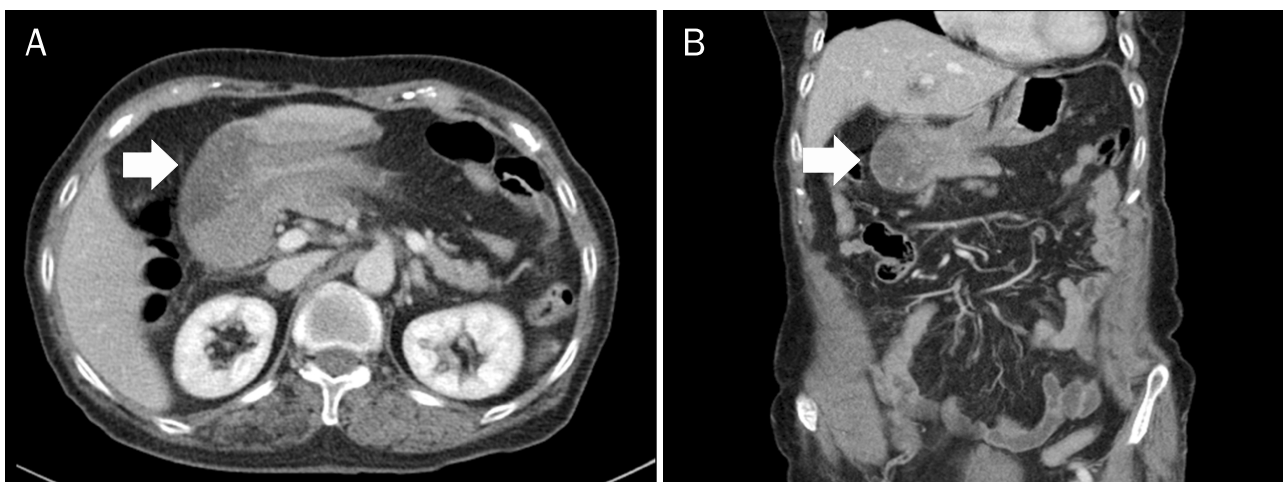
Initial abdominal CT findings. Axial (A) and coronary (B) view of abdominal CT shows a 3.8 cm sized mass arising from the proximal body. The mass is telescoping into the antrum (arrows).
